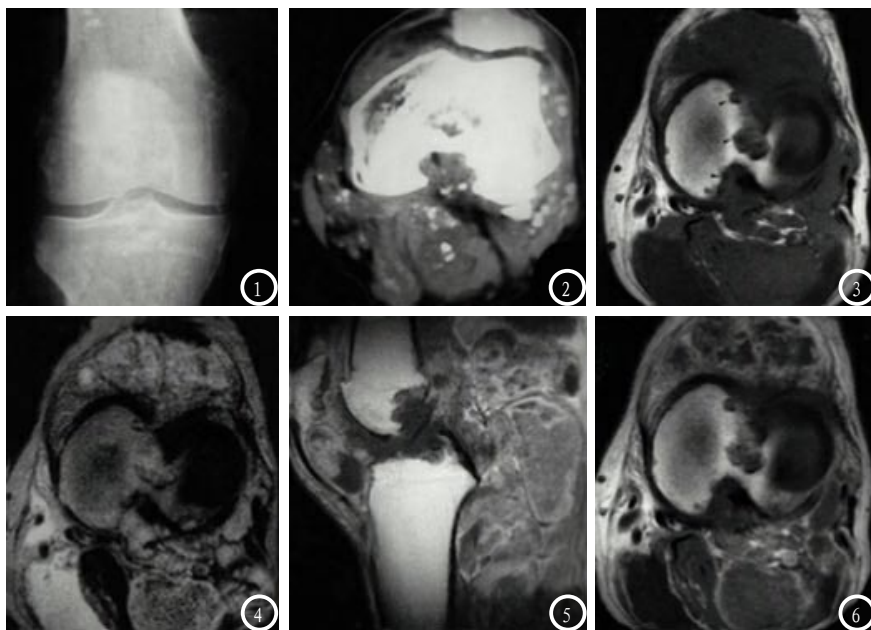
痛风性关节炎X线、CT、MRI 检查图像。图1为男性患者, 63岁, 左膝关节肿胀疼痛, 活动障碍, 血清尿酸正常。图1为膝关节X线图像, 肿胀膝关节周围有多个钙化密度影; 图2为膝关节CT图像, 膝关节软组织肿块内及周围见斑点状钙化影; 图3-4分别为膝关节轴位T1WI图像及T2WI图像, 肿胀软组织在T1WI上呈低信号, 在T2WI上呈高信号, 并可见骨质破坏; 图5-6为膝关节矢状位、轴位MRI增强图像, 病灶强化明显, 骨质破坏清晰可见。
